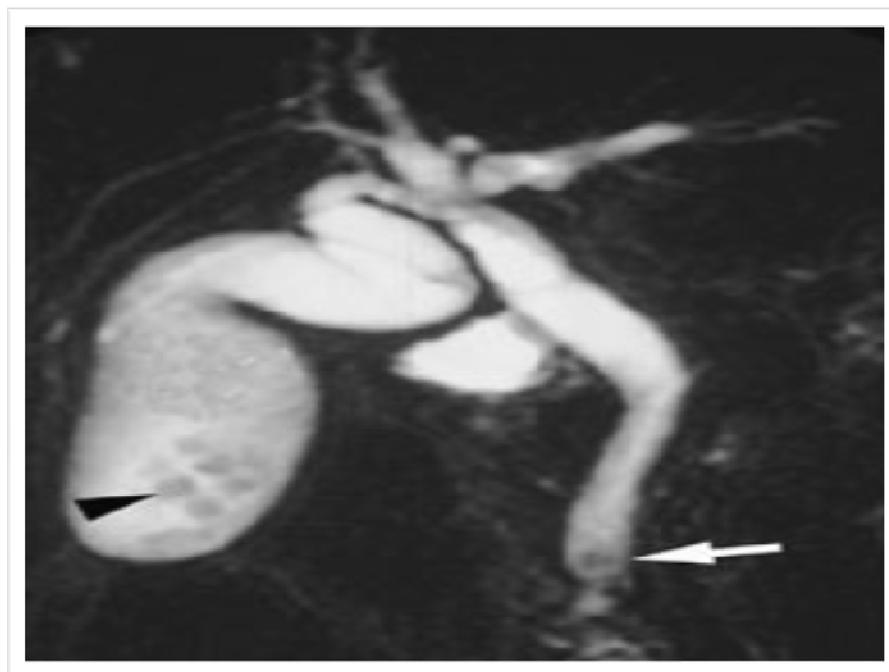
a : une bili IRM montrant un calcul du bas cholédoque (3)
